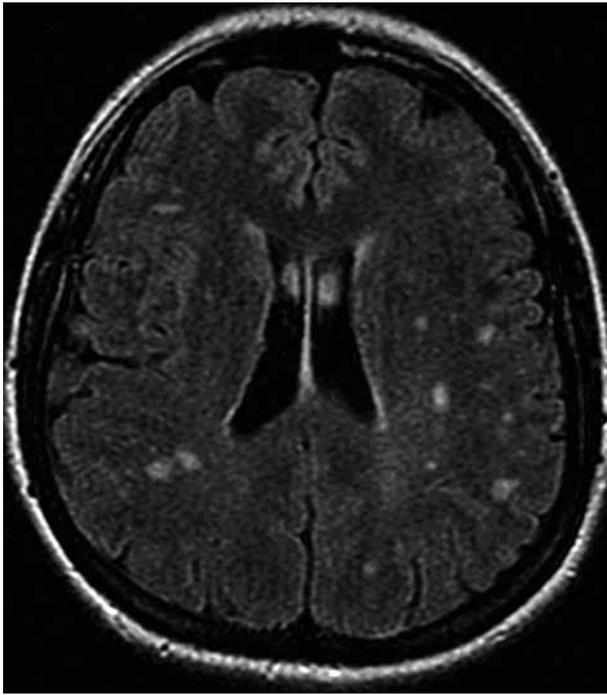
Множественные гиперинтенсивные очаги в белом веществе лобных и теменных долей. Аксиальная МР-томограмма в последовательности T2 FLAIR
